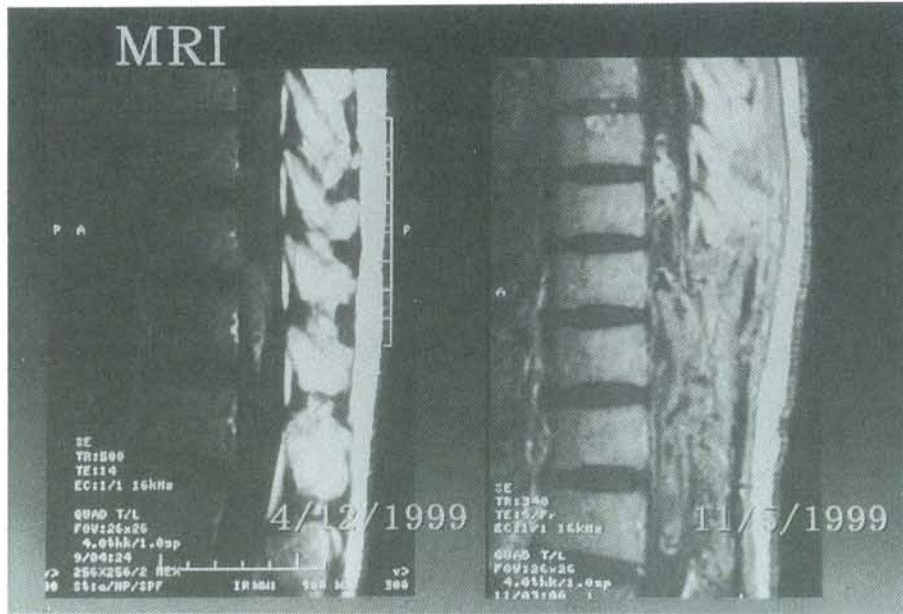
Spinal MRI of case 4
